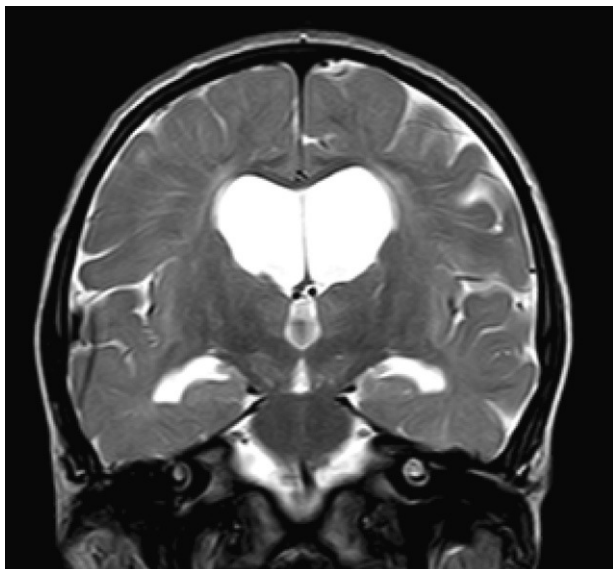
RM en plano coronal ponderada en T2 (FSE-T2). Se identifica ventriculomegalia supratentorial y dilatación de espacios perivascuales de Virchow-Robin en paciente con síndrome de Hunter grave a los 5 años y medio de edad.
